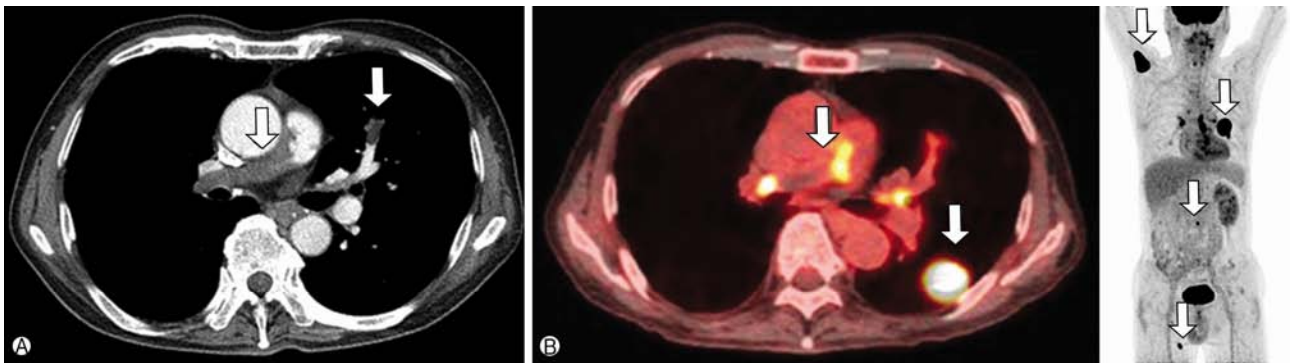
(A) Chest computed tomography showing aggravated wall thickening with stenosis in the main pulmonary artery and newly developed filling defect in the anterior segmental pulmonary artery of the left upper lobe (arrows), compared with the previous image, taken 6 months ago. (B) Whole body positron-emission tomography/computed tomography showing hypermetabolic lesions (arrows) in the left lower lobe mass (maximum standardized uptake values [maxSUV]: 30.8), bilateral pulmonary arteries (maxSUV: 9.6), right humeral head (maxSUV: 22.2), L3 body (maxSUV: 8.0), and right vastus medialis (maxSUV: 14.0), suggesting malignancy.
